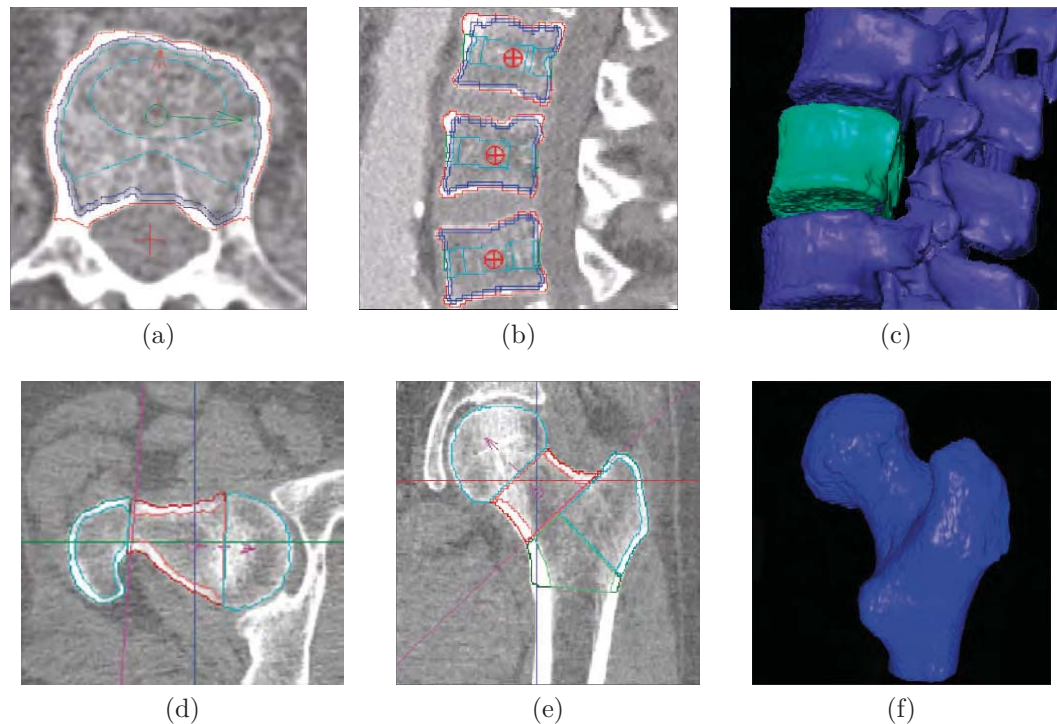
Exemples d'images obtenues par CT-scan à différents sites osseux – (a) vertèbres lombaires en vue axiale; (b) vertèbres lombaires en vue sagittale; (c) reconstruction en 3D d'un bloc lombaire; (d) fémur proximal en vue axiale; (e) fémur proximal en vue coronale; (f) reconstruction en 3D du fémur proximal [137].
